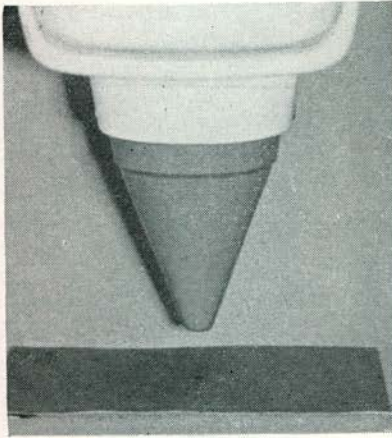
Instelconus (A), diafragma (B) en aluminium filter (C) van een röntgenapparaat.
